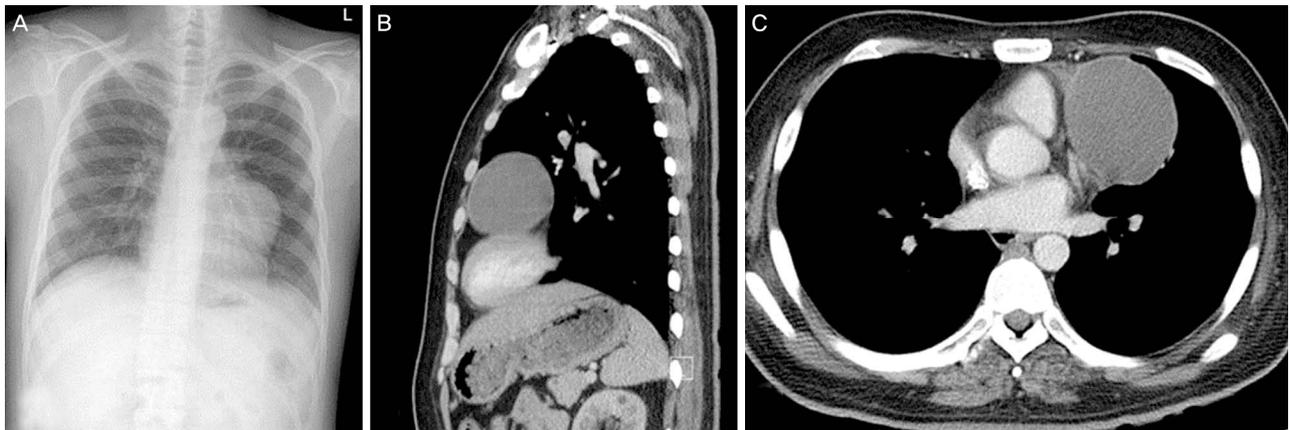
Chest X-ray and CT of the patient. (A) Chest X-ray shows an abnormal shadow in the mediastinum. (B, C) Axial and sagittal enhanced CT shows well demarcated anterior mediastinal mass (5.8×6.8 cm). CT; computed tomography.
